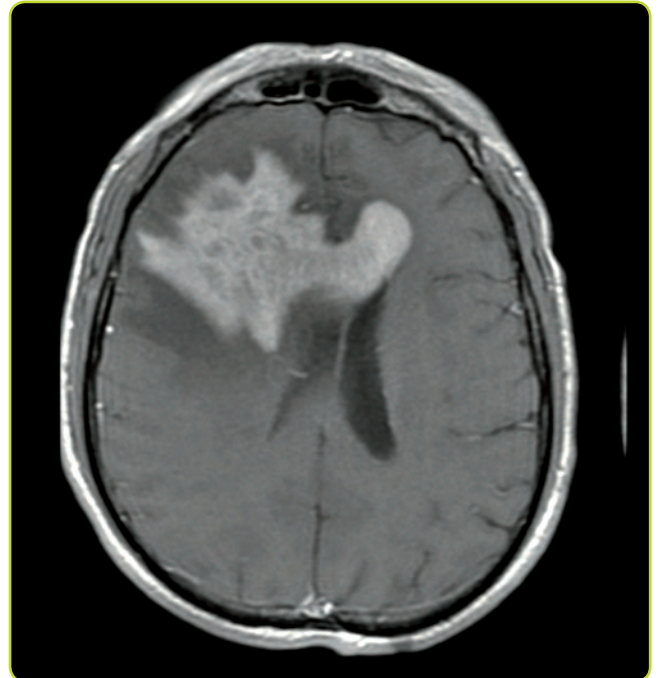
RM cerebral (T1 con gadolinio). Linfoma cerebral primario: masa cerebral en ambos hemisferios y cuerpo caloso con intensa captación de contraste y edema perilesional.
